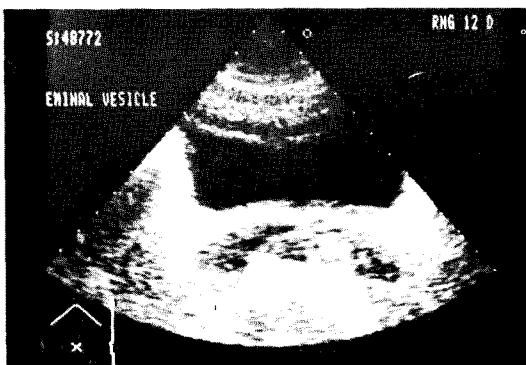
Transabdominal ultrasonogram of seminal vesicle in case 1 : markedly dilated both seminal vesicles(black arrowhead).
